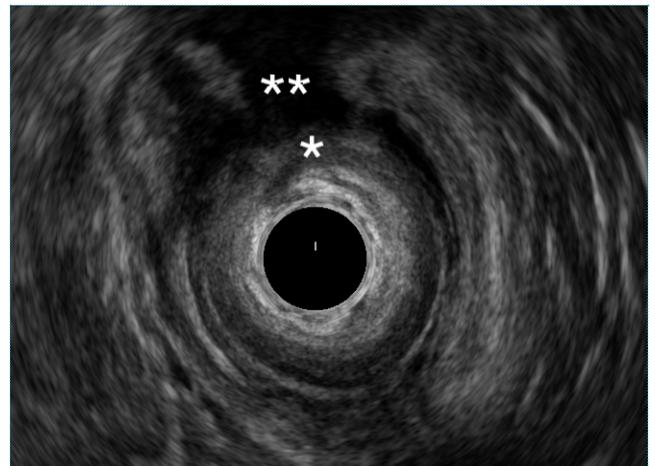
Ecografia endoanal com imagem de laceração do esfíncter anal externo (*) e interno (*) por trauma obstétrico.
